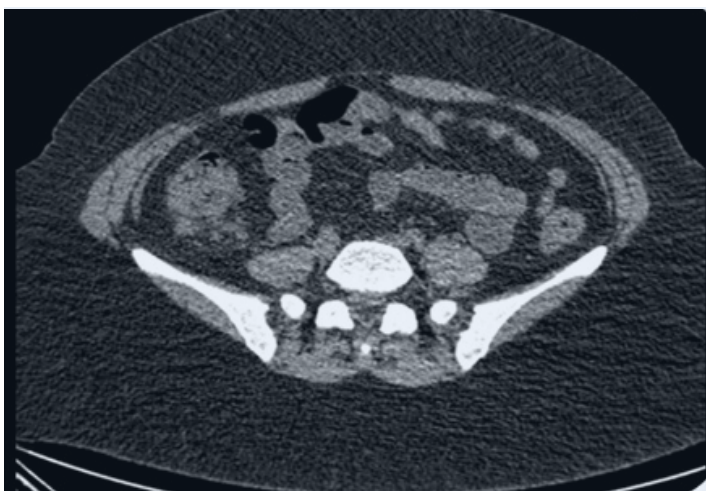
TC de abdomen (sin contraste) – Con protocolo de hígado. Revela una gran masa en el lado derecho del colon.
